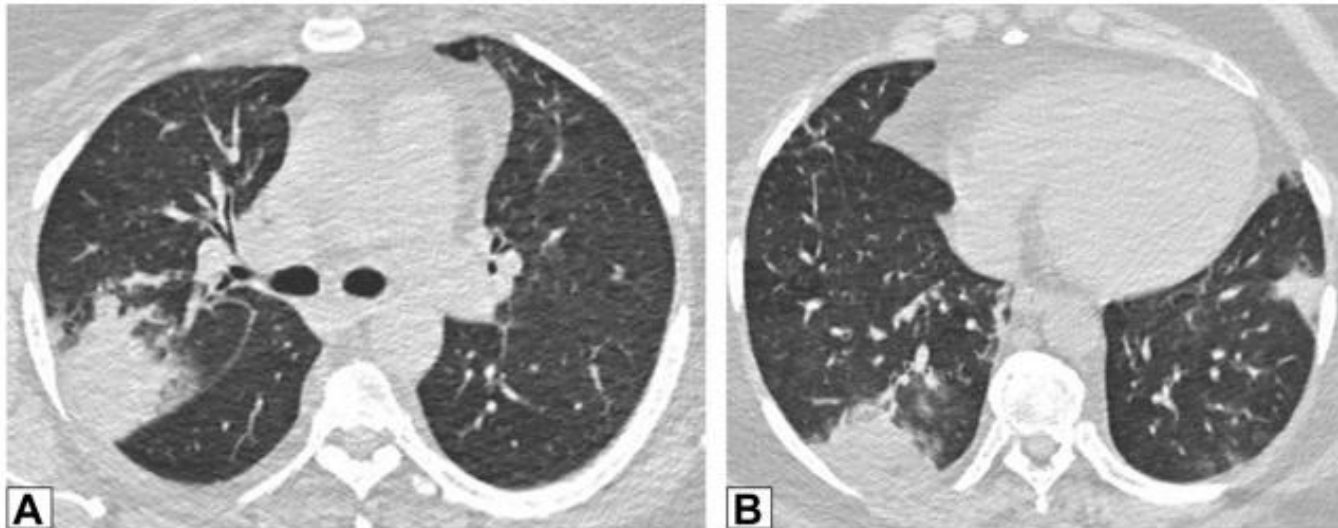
A, B, Masses. Axial unenhanced CT scan images through the right upper lobe (A) and right lower lobe (B) in a 42-year-old patient who was morbidly obese and had dyspnea show bilateral, subpleural or peripheral mass-like areas of consolidation. The findings are nonspecific; subsequent biopsy results documented organizing pneumonia, and findings resolved after treatment with steroids.
